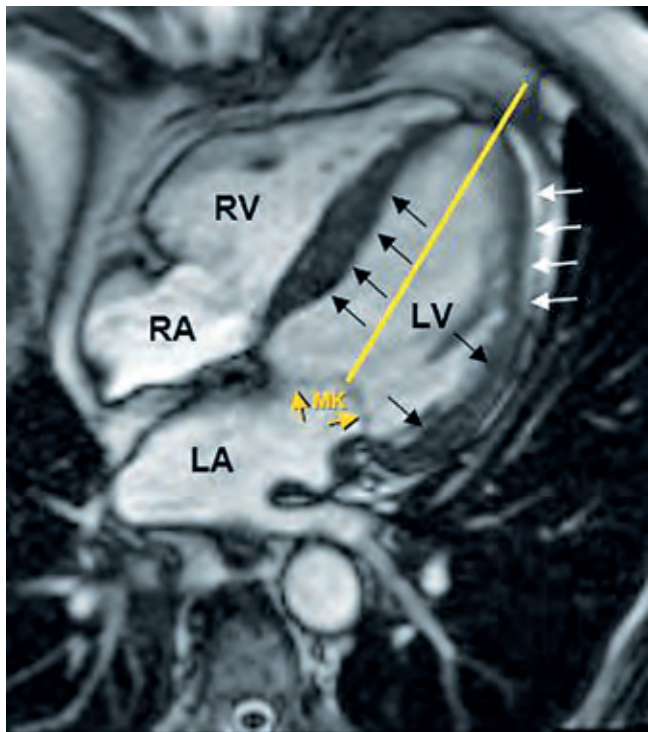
MRT-Bild des Herzens, das die rechte Herzkammer (RV), die linke Herzkammer (LV), den rechten Vorhof (RA) und den linken Vorhof (LA) zeigt. Das Herz ist im entspannten Zustand, in der Diastole. Die schwarzen Pfeile zeigen auf verdickte Teile des Herzmuskels der linken Kammer, die weißen Pfeile auf normal dicke Anteile. Gelbe Pfeile zeigen die Mitralklappe (MK).
